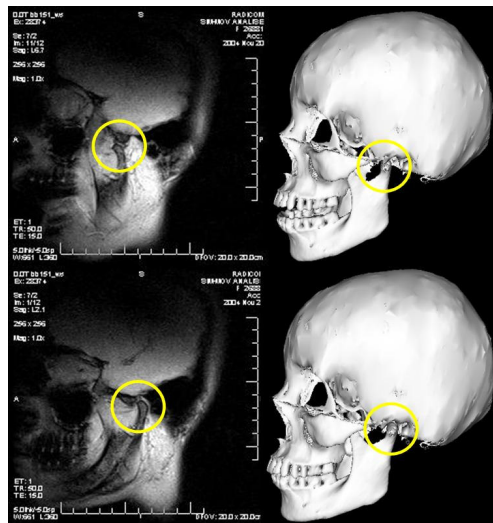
Quadros do simulador da ATM (direita) comparados com as respectivas imagens de RM dinâmicas (esquerda).
